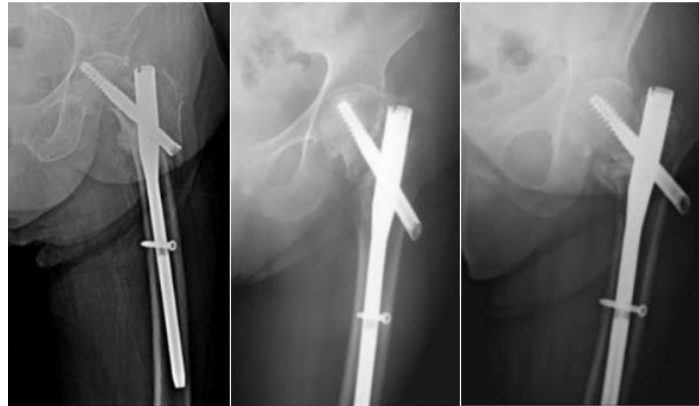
Complicaciones observadas en el grupo TFN en radiografías en proyección anteroposterior de cadera, la imagen de la izquierda evidencia una mala reducción de la fractura, con un tornillo cefálico más grande de lo necesario, el cual atraviesa la cabeza femoral. La imagen del centro pertenece al paciente que presentó no unión, a previo a realizar artroplastia de cadera, donde también se observa un tornillo cefálico muy largo. En la imagen de la derecha se puede apreciar la impactación en varo de fractura y que el tornillo cefálico está largo.
